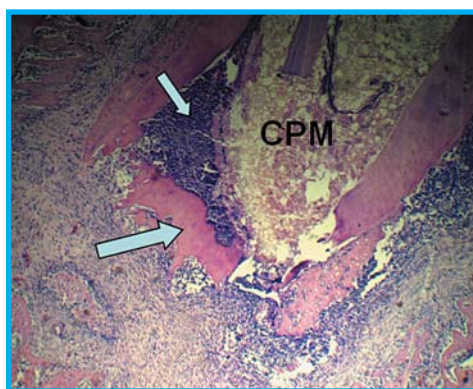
Se observa un conducto obturado con CPM (14 días) y la presencia de un tejido granulomatoso remanente dentro del espacio del tercio apical y en contacto con el material de obturación (flecha pequeña). En el área periapical se observa una reacción inflamatoria persistente. La flecha grande está indicando un resto de dentina que se ha desprendido conteniendo áreas de reabsorción (hematoxilina y eosina X 100).
